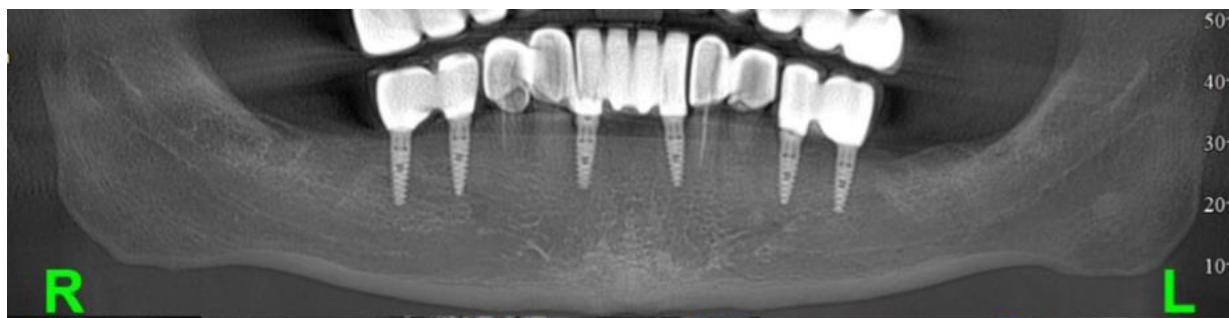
f. Aspecte radiografice postimplantar
